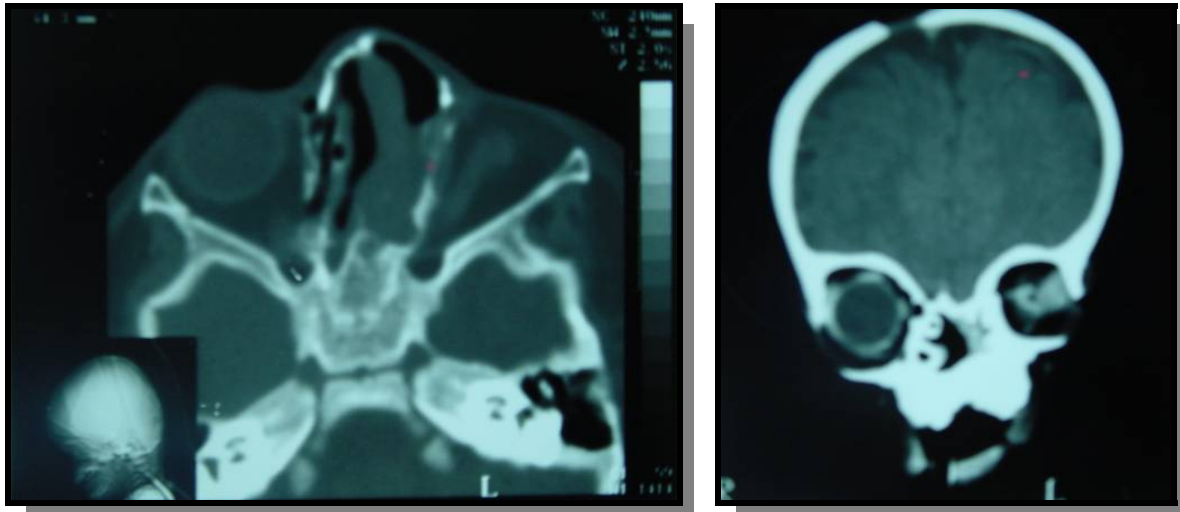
TC de órbita mostrando globo ocular esquerdo com dimensões reduzidas.
